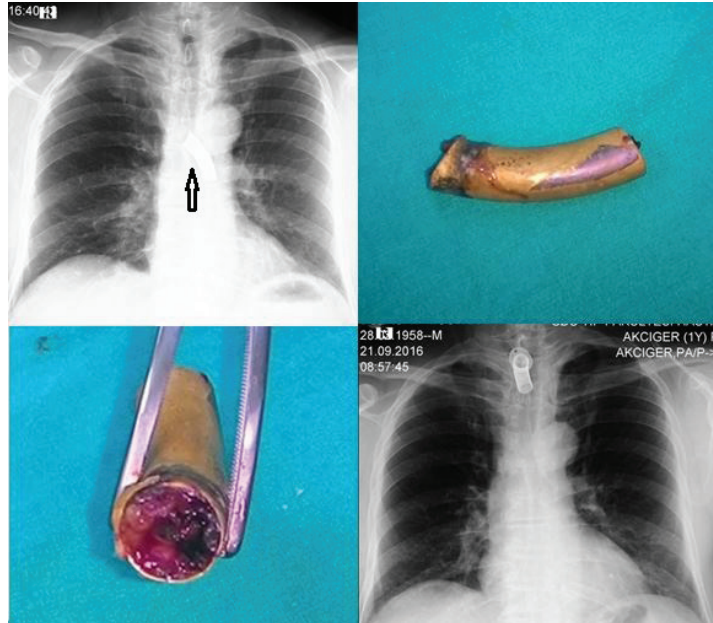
Aspirated cannula is showing with black arrow in chest x-ray, showing cannula after removed, and chest x-ray after removed.
